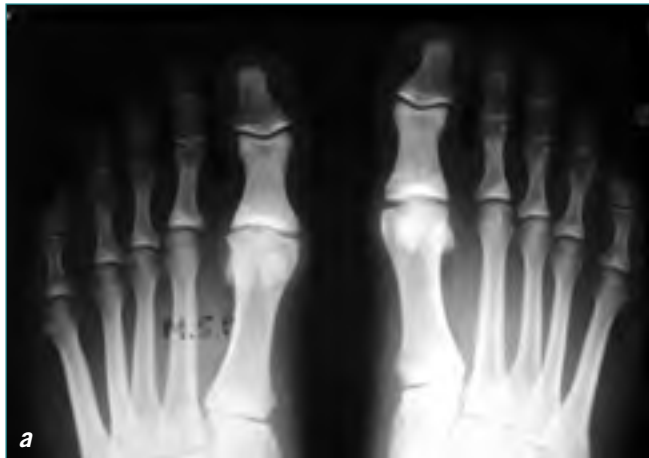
a) Rx DP preoperatoria. b) Rx lat. preoperatoria. c) TAC. d) Rx DP a los 2 años de intervención. e) Rx lat. a los 2 años de la intervención.
